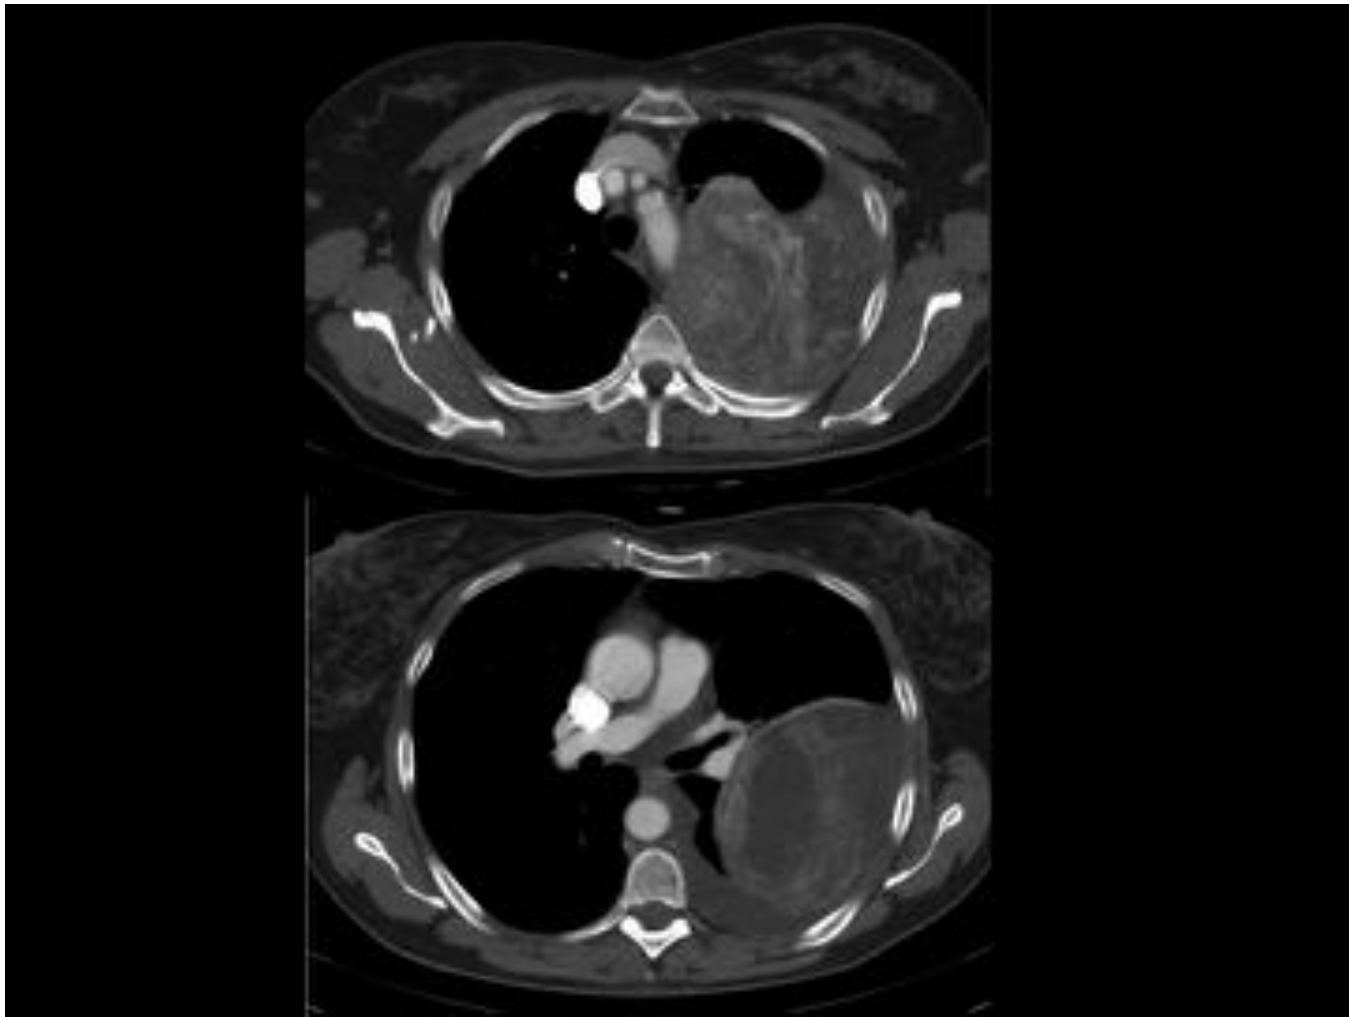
Corte axial y reconstrucciones coronales de TC torácico con CIV. Timoma invasivo con extensión pleural.
